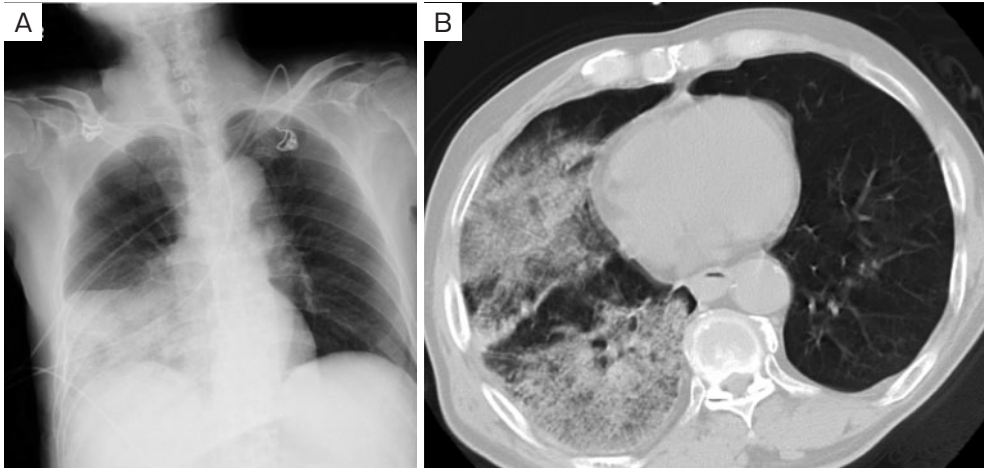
来院時画像検査所見. (A) 胸部単純X線. 右下肺野に浸潤影を認める. (B) 胸部CT. 右中下葉にかけて広範なすりガラス陰影を認める.
